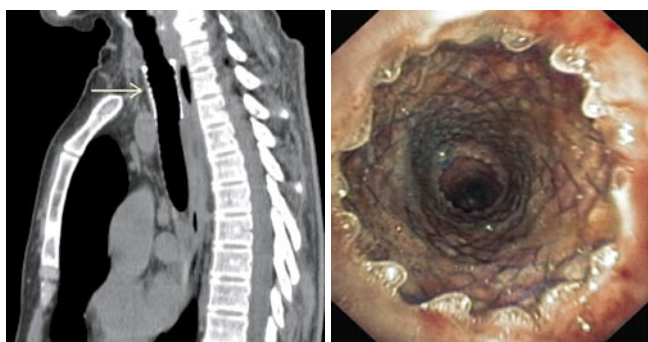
Функционирующий металлический покрытый саморасширяющийся стент в зоне РСТ, по данным МСКТ (слева) и трахеобронхоскопии (справа)
